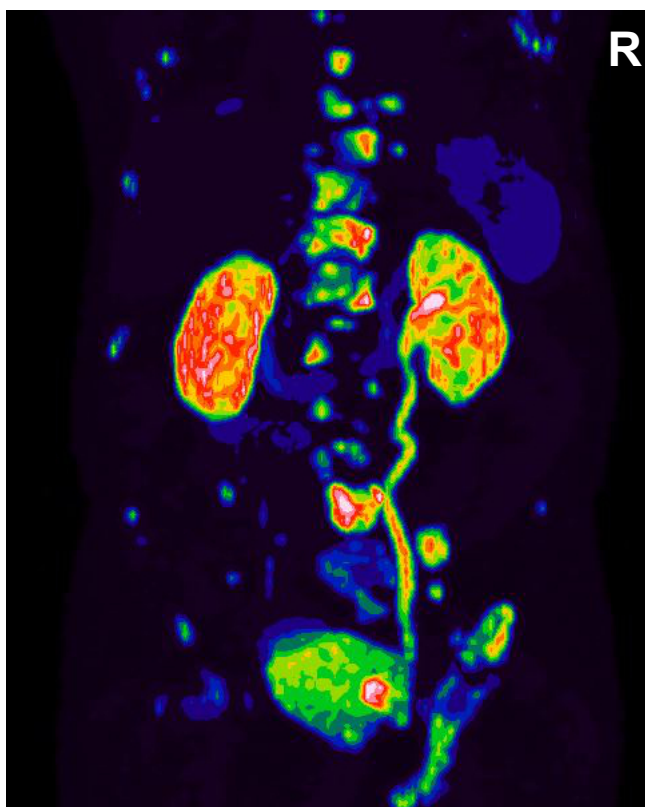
Reno-ureterale Rückstau in der PSMA-PET
